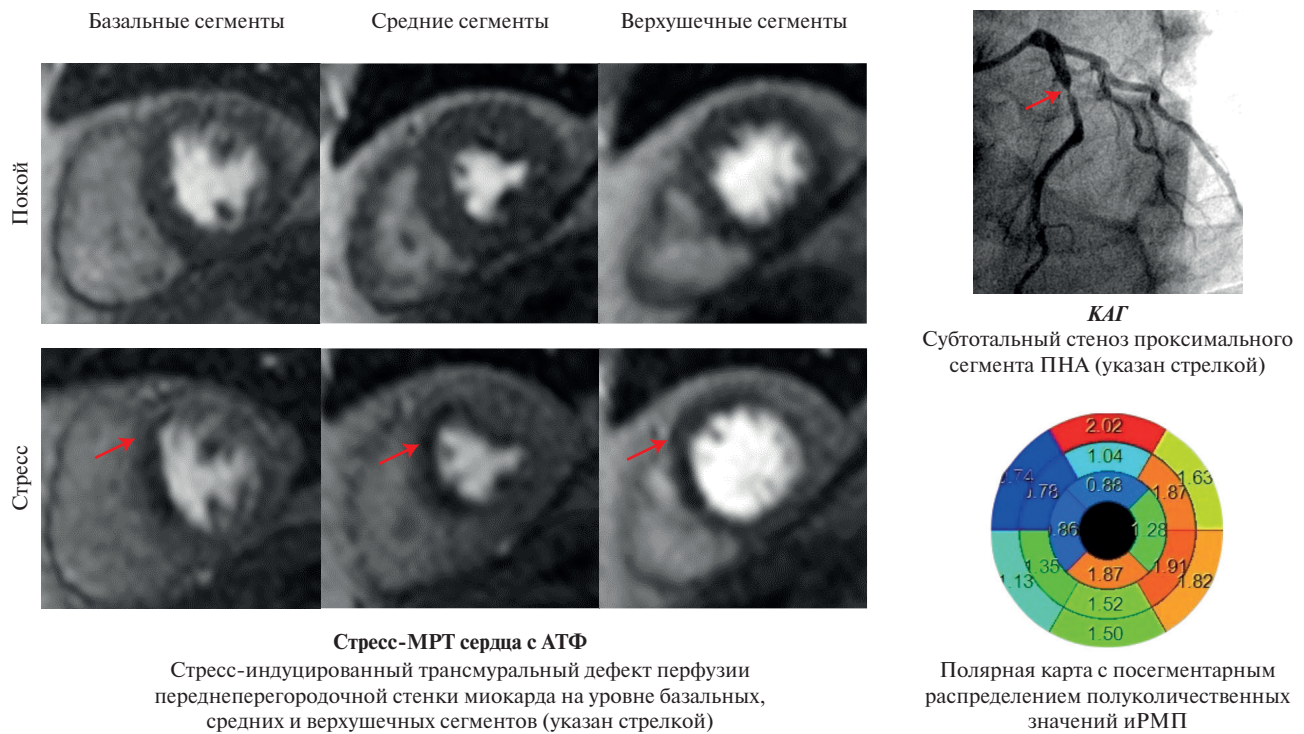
Стресс-индуцированные трансмуральные дефекты перфузии миокарда в зоне бассейна кровоснабжения ПНА у пациента с клинической картиной стенокардии напряжения, субтотальным стенозом ПНА.
